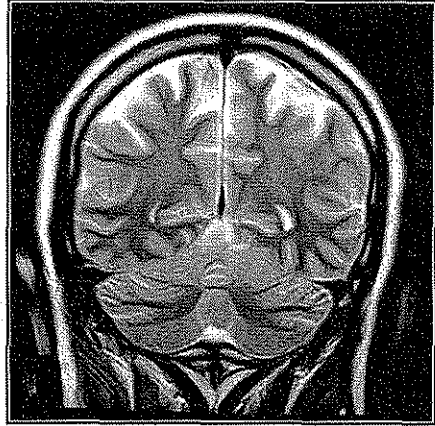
Resonancia magnética de cráneo, IPT2, sin gadolinio, corte coronal a nivel parieto-occipital en paciente con SKS, en la que se observa acentuada atrofia cortical y subcortical en cerebro, así como leucoencefalopatía.
